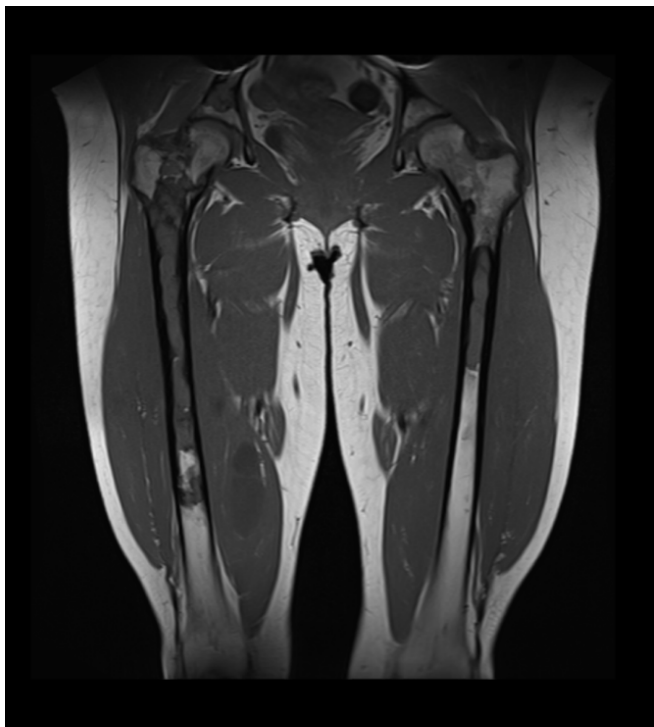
Imagem de RM, ponderada em T1 no plano coronal, coxa direita e esquerda. Extensa alteração do padrão de sinal medular ósseo do segmento metadiafisário proximal de ambos os fêmures, que é mais extensa à direita com características compatíveis com manifestação de displasia fibrosa. Múltiplos nódulos na dependência dos músculos da coxa direita, nomeadamente na dependência dos componentes do quadrícipite, ou seja, tanto no vasto intermédio como lateral e medial.
